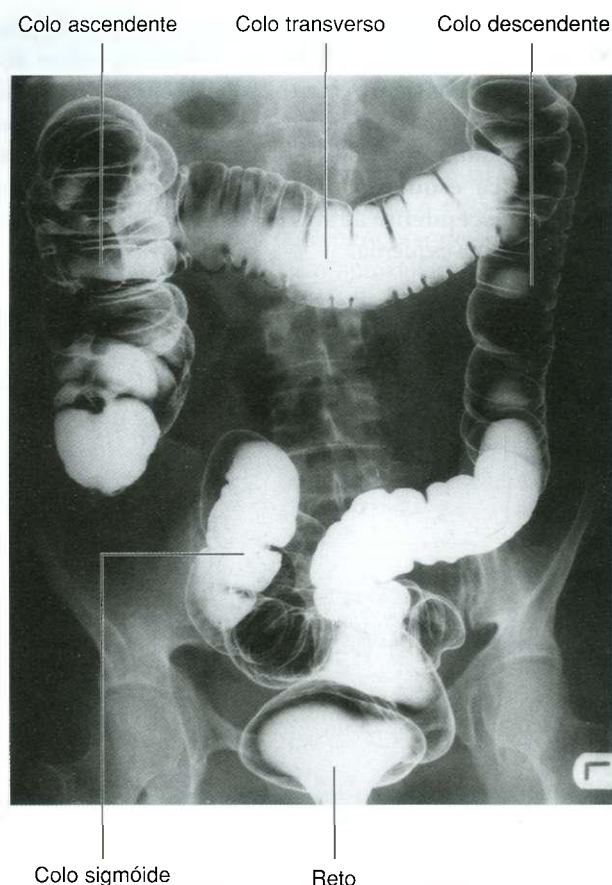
Radiografia, usando bário, mostrando o intestino grosso.
